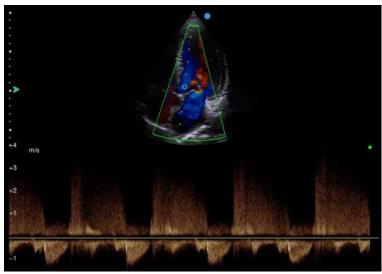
Imagem de Doppler de Onda Contínua (CW)
